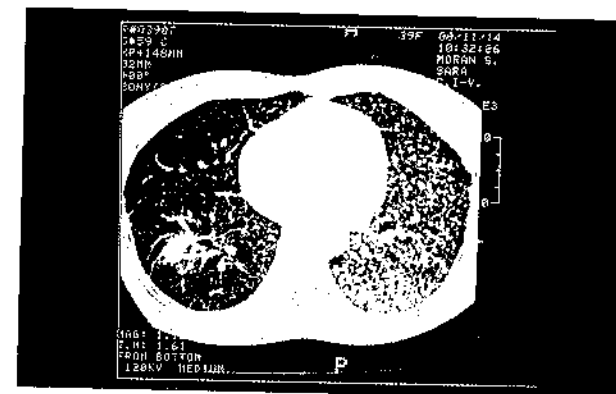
TAC Torácico en que se visualiza recidiva tumoral.
